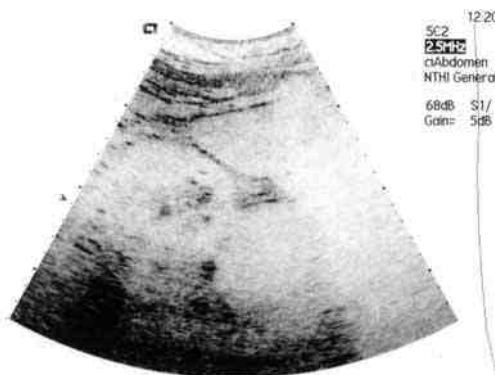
УЗИ. Миелолипома левого надпочечника
